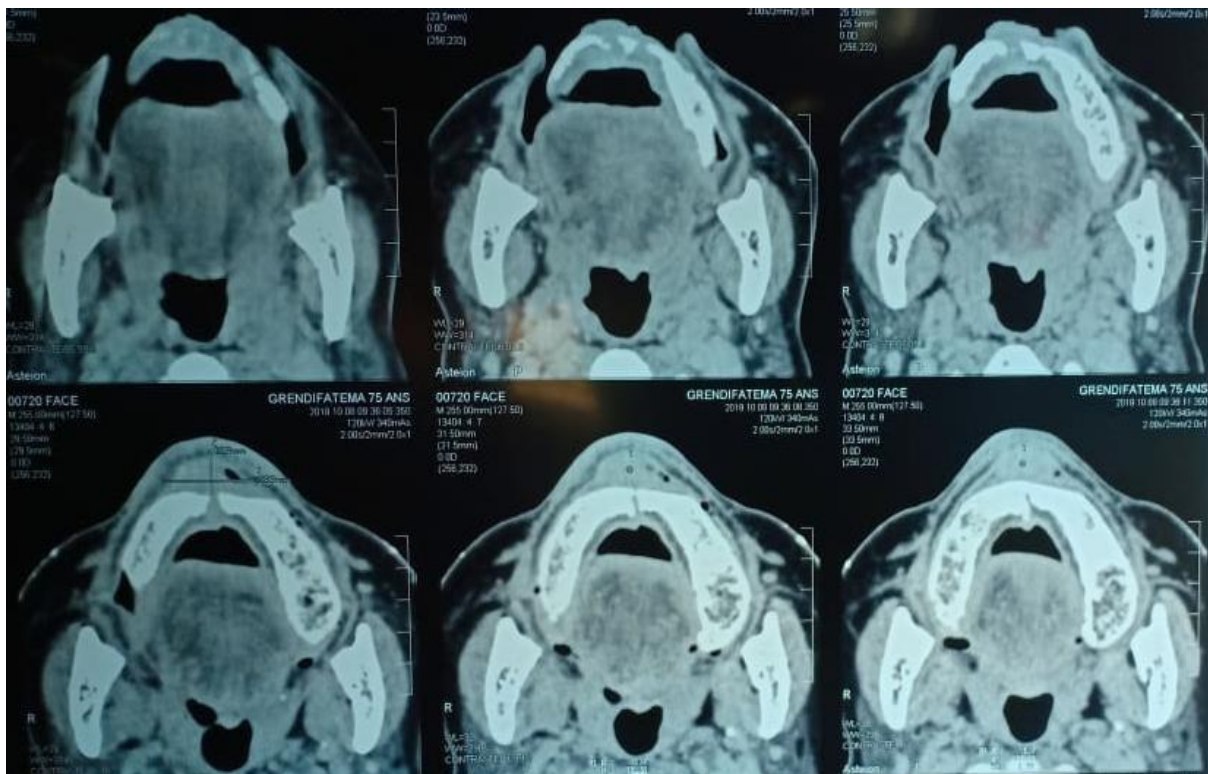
Coupe de TDM axiale de la patiente B.F âgée de 75 ans.
